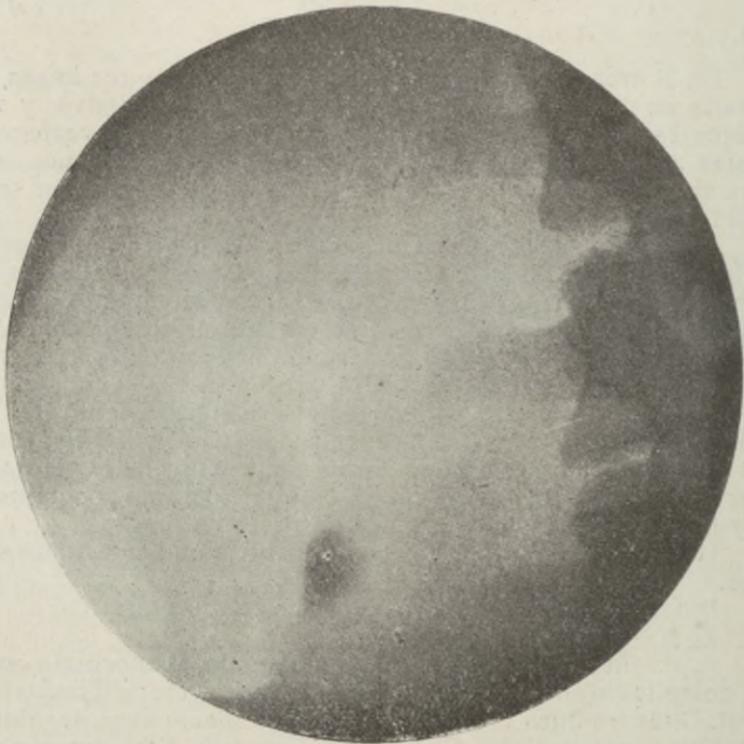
D. G. Radiografía derecha. Aparece una sombra del tamaño de un frejol al nivel de la apofisis trasversa de la 4.^a lumbar.
